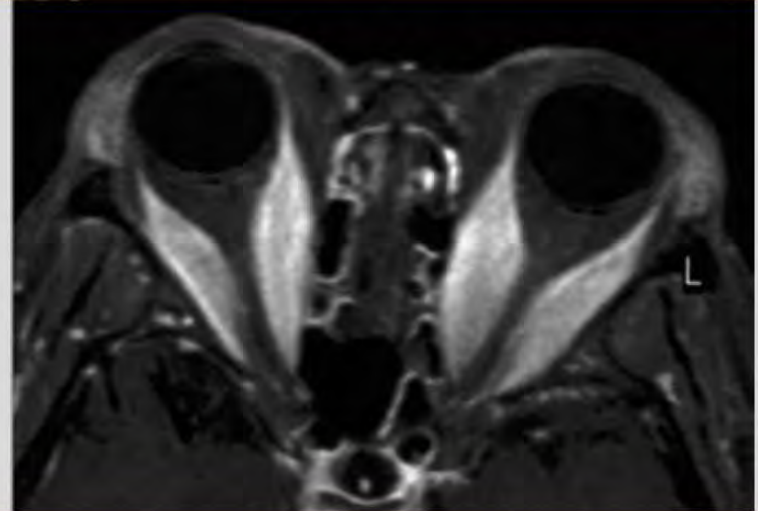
Hypertrophie musculaire avec respect du tendon (IRM)
